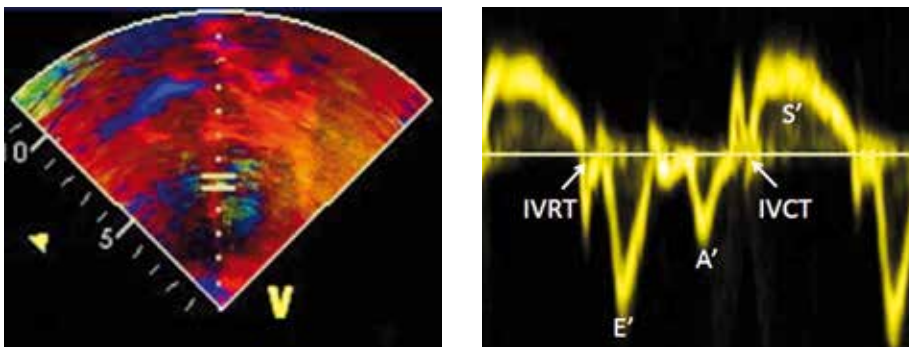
TDI. À gauche: Doppler tissulaire à codage couleur, à droite reproduction spectrale: S' = onde systolique antégrade; E' = remplissage passif du ventricule gauche, A' = contraction de l'oreillette, IVRT = *isovolumic relaxation time*, IVCT = *isovolumic contraction time*
